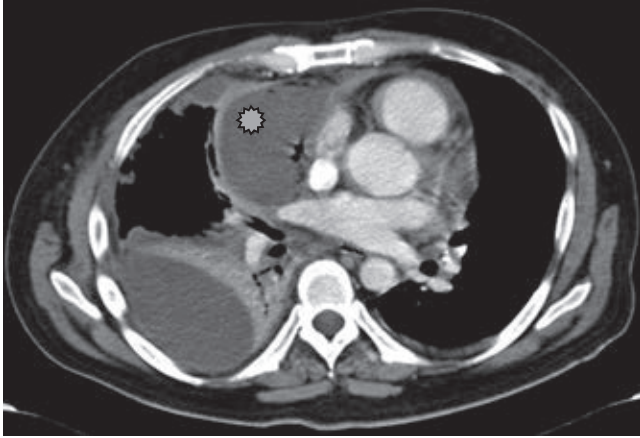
Tomografía computada con medio de contraste, plano axial, demuestra colección líquida en situación paracardiaca, con algunas densidades de aire en su interior, mínimo realce, con desplazamiento de las estructuras adyacentes (asterisco).
